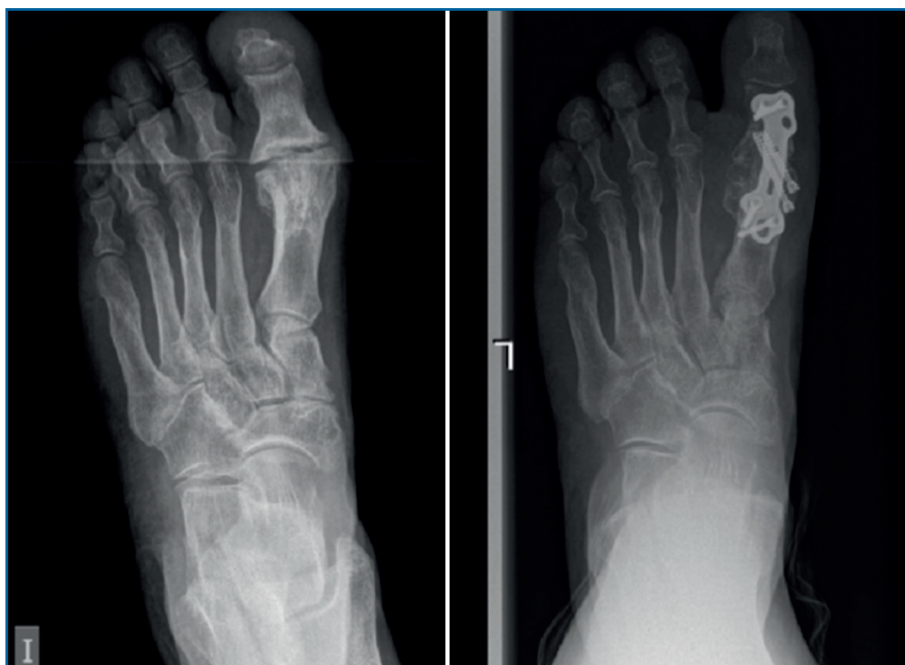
Izquierda: radiografía anteroposterior preoperatoria de una artrodesis de la primera articulación metatarsofalángica (MTF1) fallida. Derecha: radiografía anteroposterior postoperatoria de una artrodesis de la MTF1 mediante la técnica de marquetería con injerto autólogo local (caso 1).
